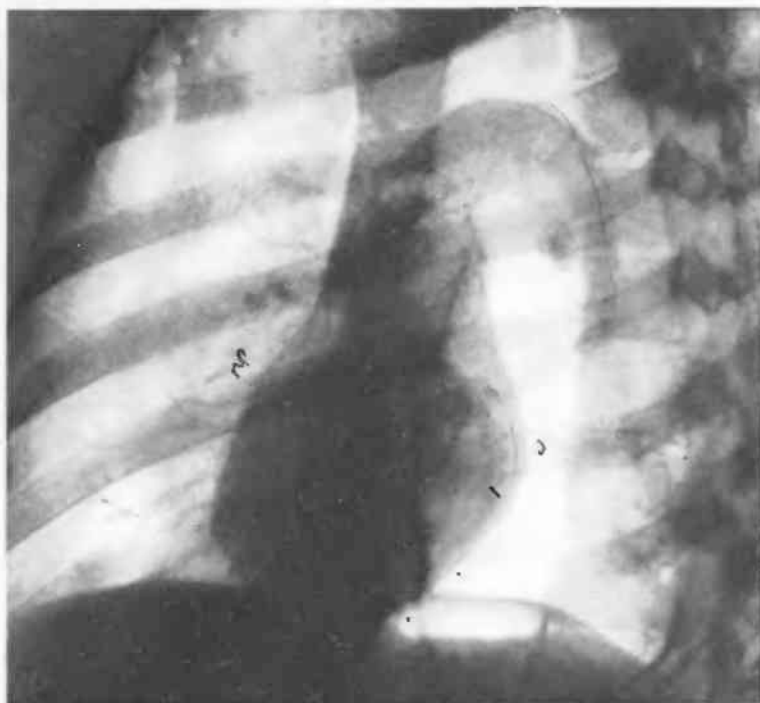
Рентгенограмма сердца в левой косой проекции.
